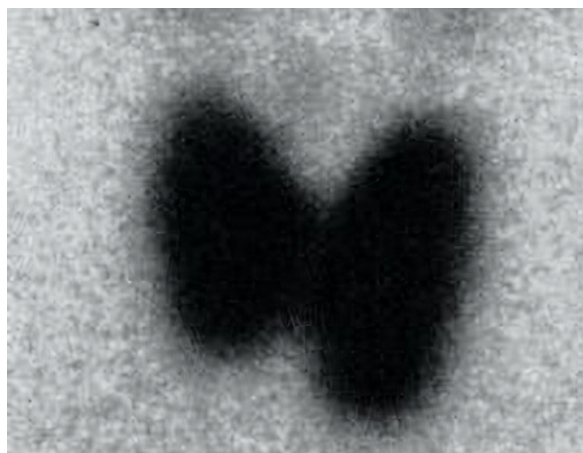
Gammagrafía con ^{99m}Tecnecio de glándula tiroidea que muestra incremento difuso de la captación en ambos lóbulos tiroideos con un aumento de la captación focal en el lóbulo izquierdo, correspondiente al nódulo tiroideo detectado por ecografía.
